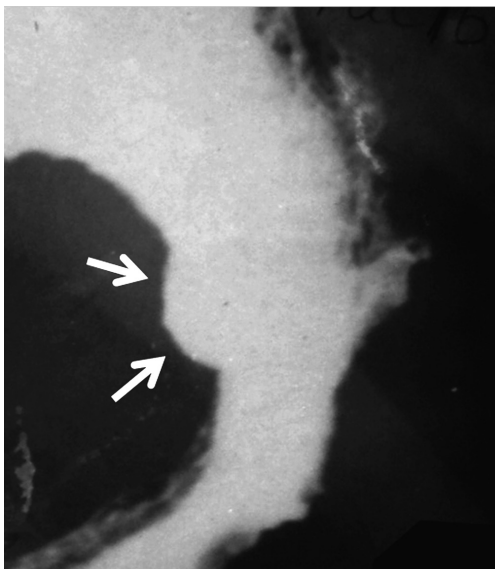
Больная X., 27 лет. На обзорной рентгенограмме желудка, произведенной в фазу тугого наполнения, в первой косо́й проекции определяется микрогастрия с наличием плоской язвы по задней его стенке
